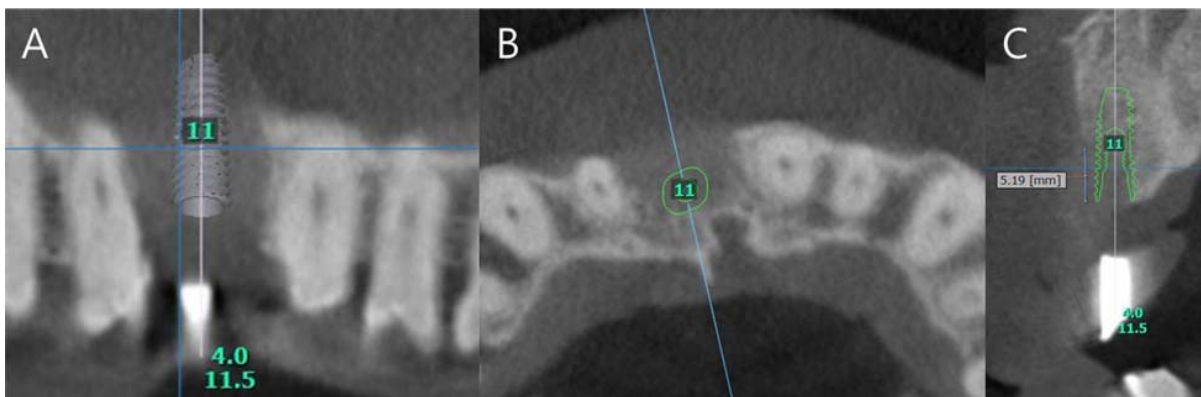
Cone beam computed tomography at pre-op check up (A) re-formatted panoramic view, (B) occlusal view, (C) cross sectional view.
